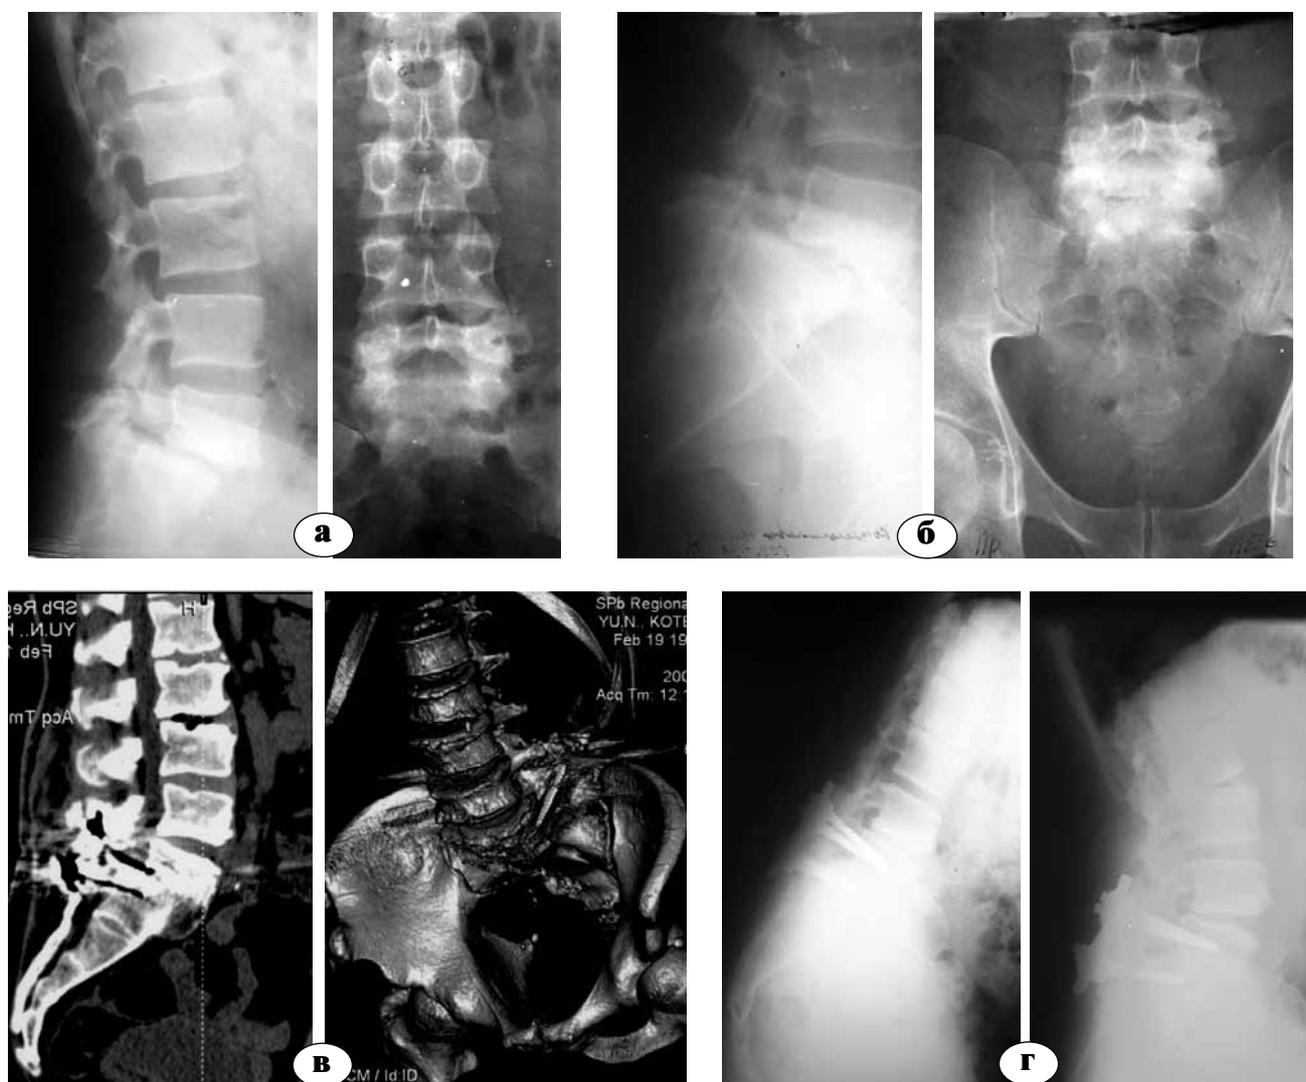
Данные лучевых методов исследования больного К.: а – спондилограммы до операции; б – после операции; в – КТ через 12 лет после повторной операции; г – функциональная спондилография на момент осмотра (через 19 лет)
